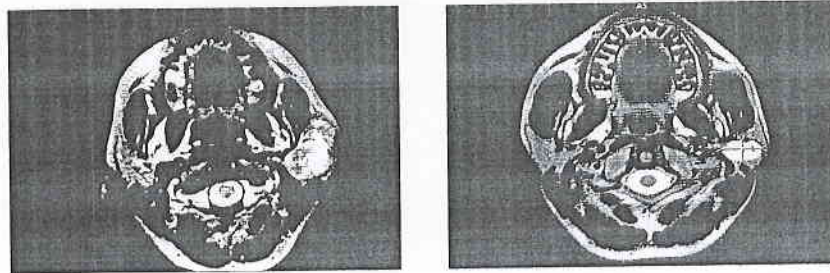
Локализация опухоли в глубоком отделе околоушной железы (МРТ исследование)
